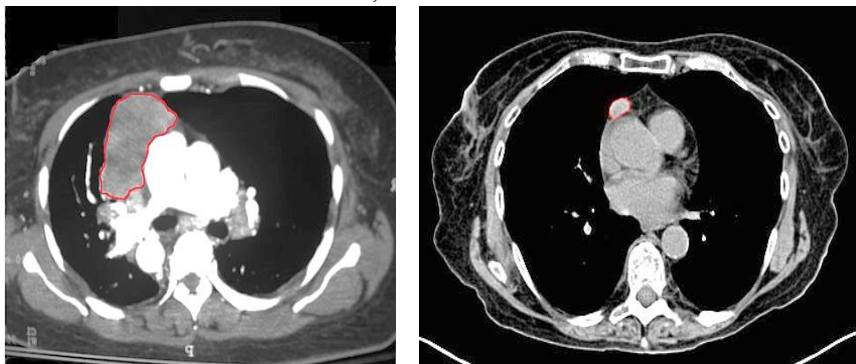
Computer tomografia toracelui și a mediastinului - formațiune de volum la nivelul mediastinului anterior sugestivă pentru timom
